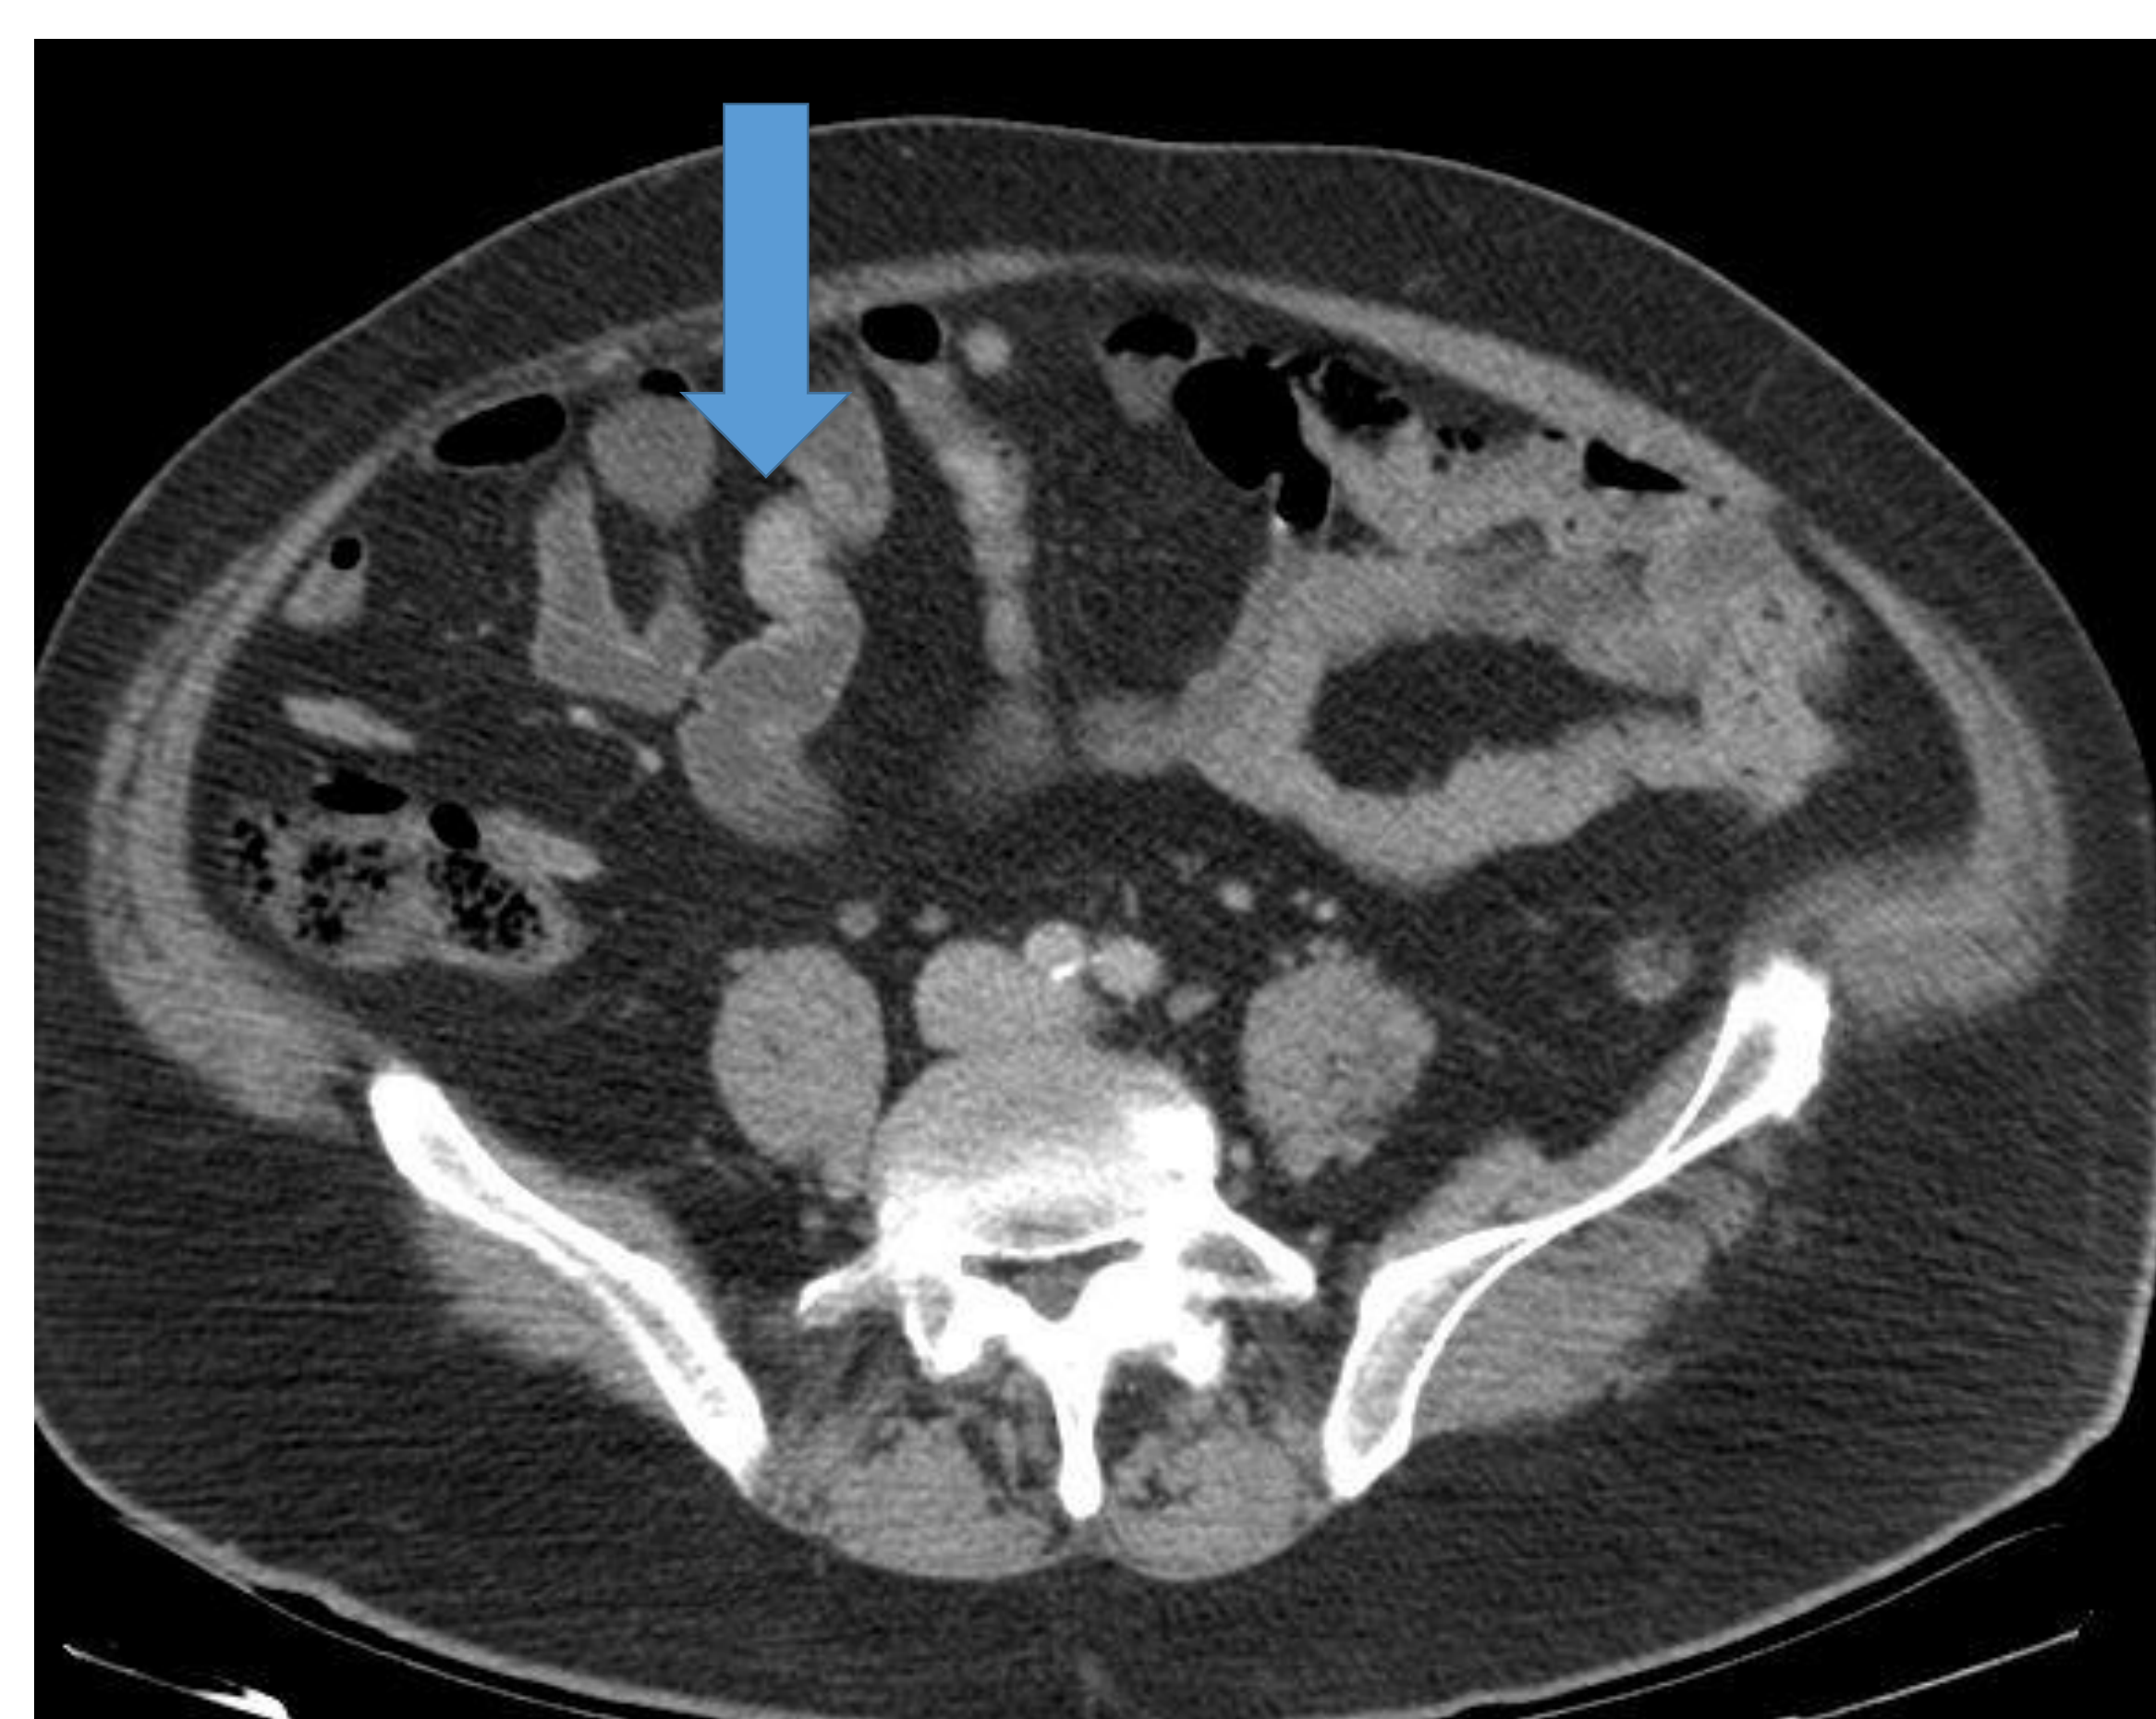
a) ecografía abdominal y b) TC: masa en mesenterio heterogénea c y d) TC bifásico: lesiones hepáticas, en segmento VII, con realce en anillo e hipocaptantes en fase portal. e): pólipo hipervascular en asa ileal (flecha)
